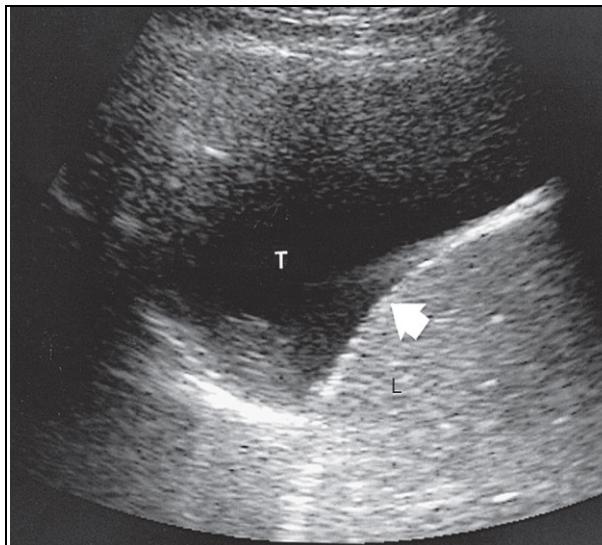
Coupe échographique montrant un épanchement pleural droit liquide (T)
